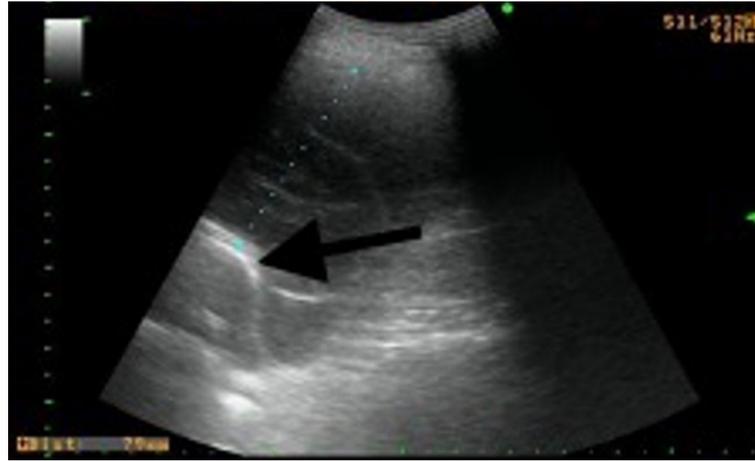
Ecografía torácica de hemitórax izquierdo. Se objetiva derrame pleural con ecogenidad heterogénea y realce de la pleura visceral (flecha), todo ello compatible con empiema.
